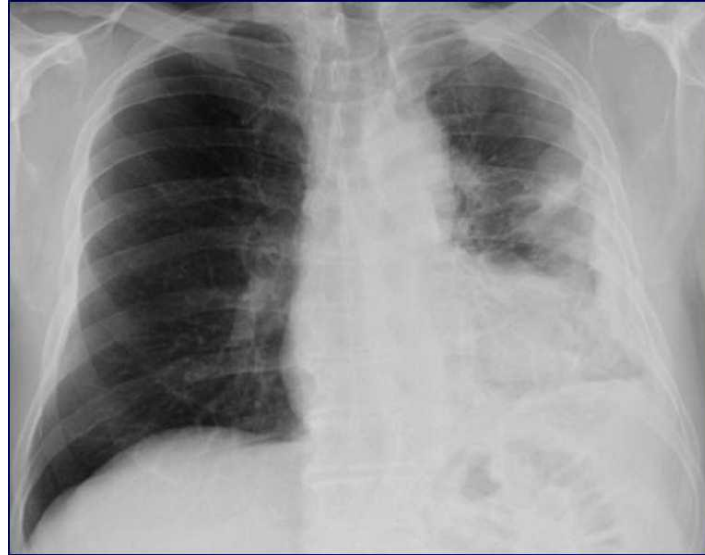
Radiografia toracica di un paziente con MPM. Fonte: www.chirurgiatoracica.org
